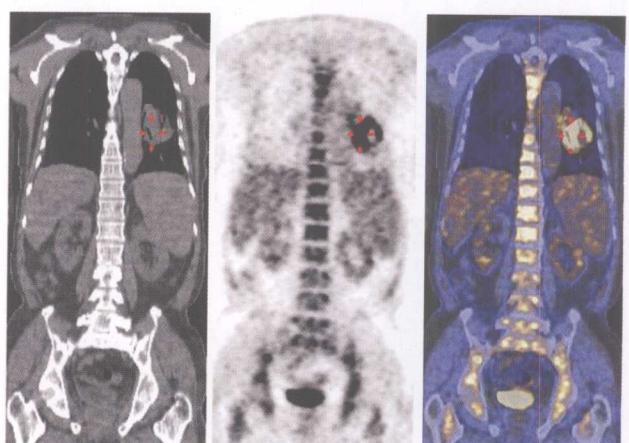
左肺癌化疗后, ^{18}F -FDG PET/CT示全身骨髓反应性增生, 呈高代谢
